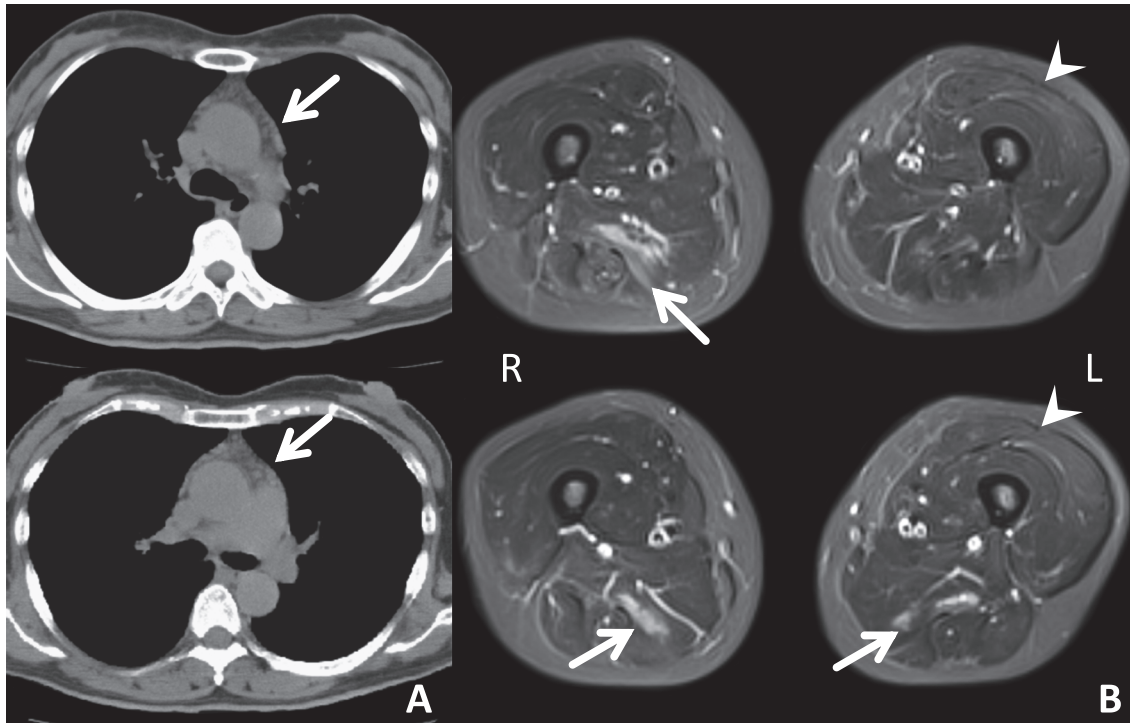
A plain chest CT and MRI of the lower limbs (femoral) at admission.
